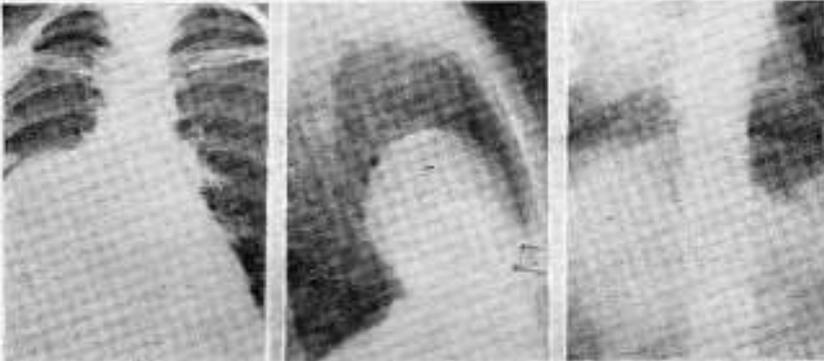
Observación de Larghero. Radiografía frontal. Voluminosa sombra quística paracardíaca derecha.
